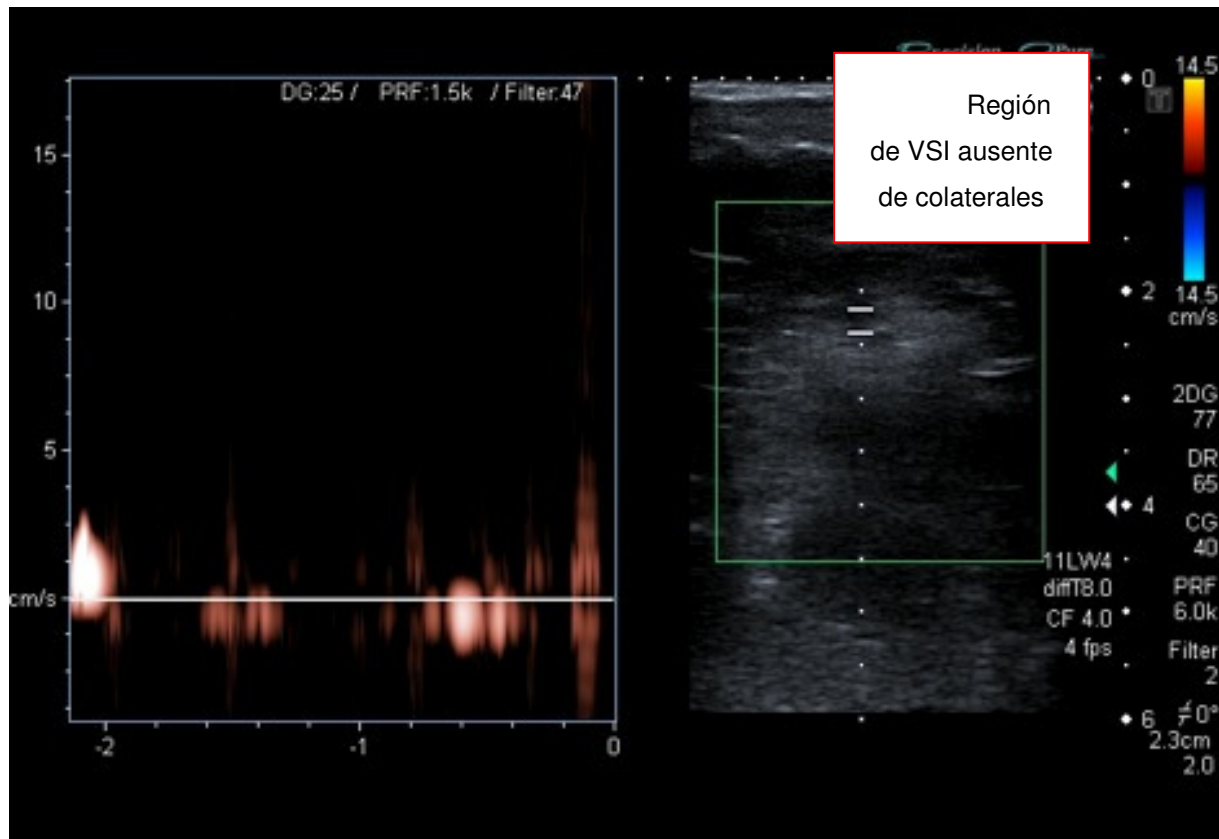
Imagen ecográfica y doppler de una sección de la VSI unos centímetros distal a la unión safeno-femoral en ausencia de colaterales.
